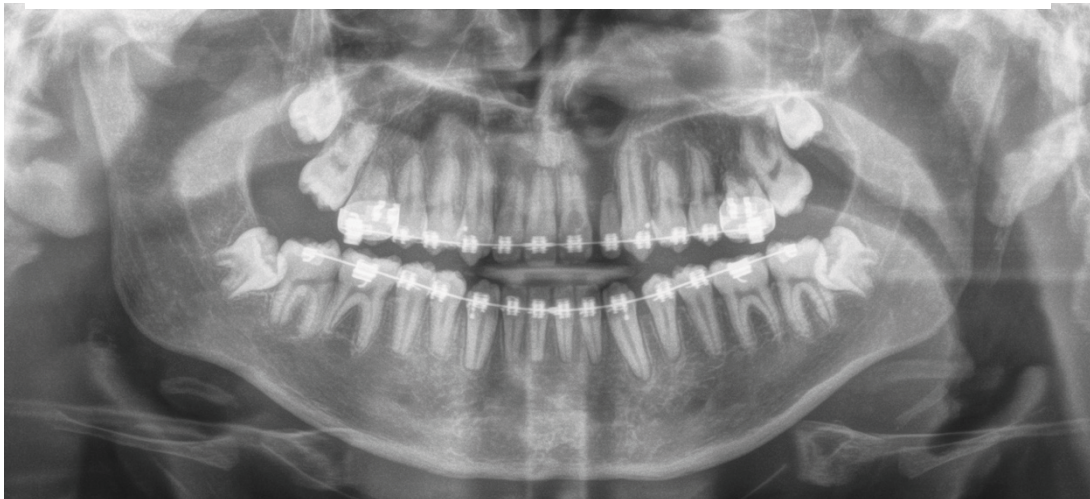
Radiographie panoramique prise chez un jeune patient porteur d'une fente palatine présentant des résorptions apicales sévères et généralisées ainsi qu'une résorption cervicale externe sur 21 (Source : CHRU Nancy)
